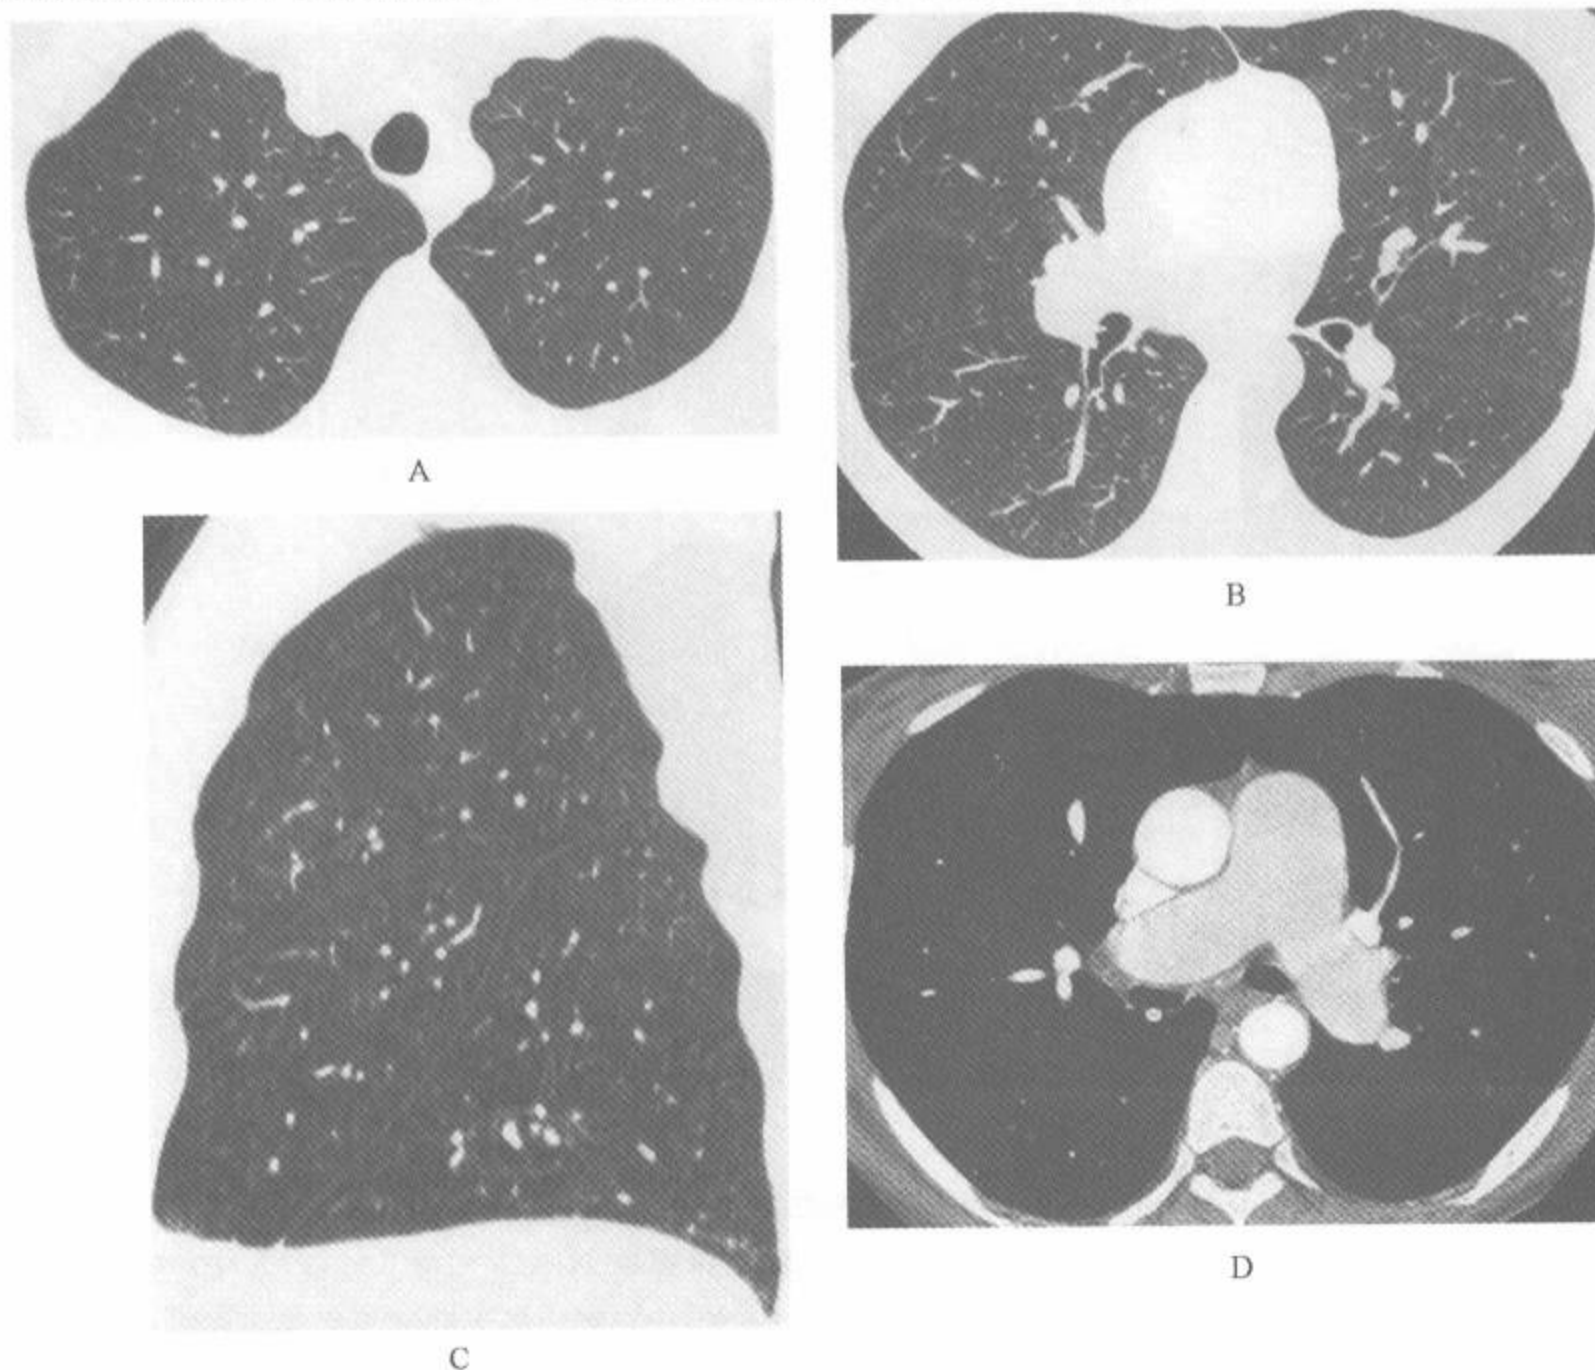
在有肺高压的艾滋病病例中用 1.25mm 探测器，和探测器宽度有关的螺距为 6 的多排螺旋 CT，在一次屏气时取得 HRCT
